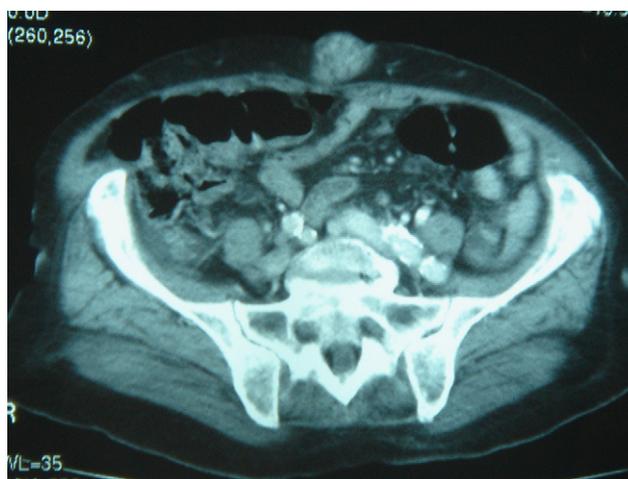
Tomografía axial computarizada toracoabdominal. Neoplasia de sigma y recto con infiltración local y numerosas adenopatías metastásicas.
